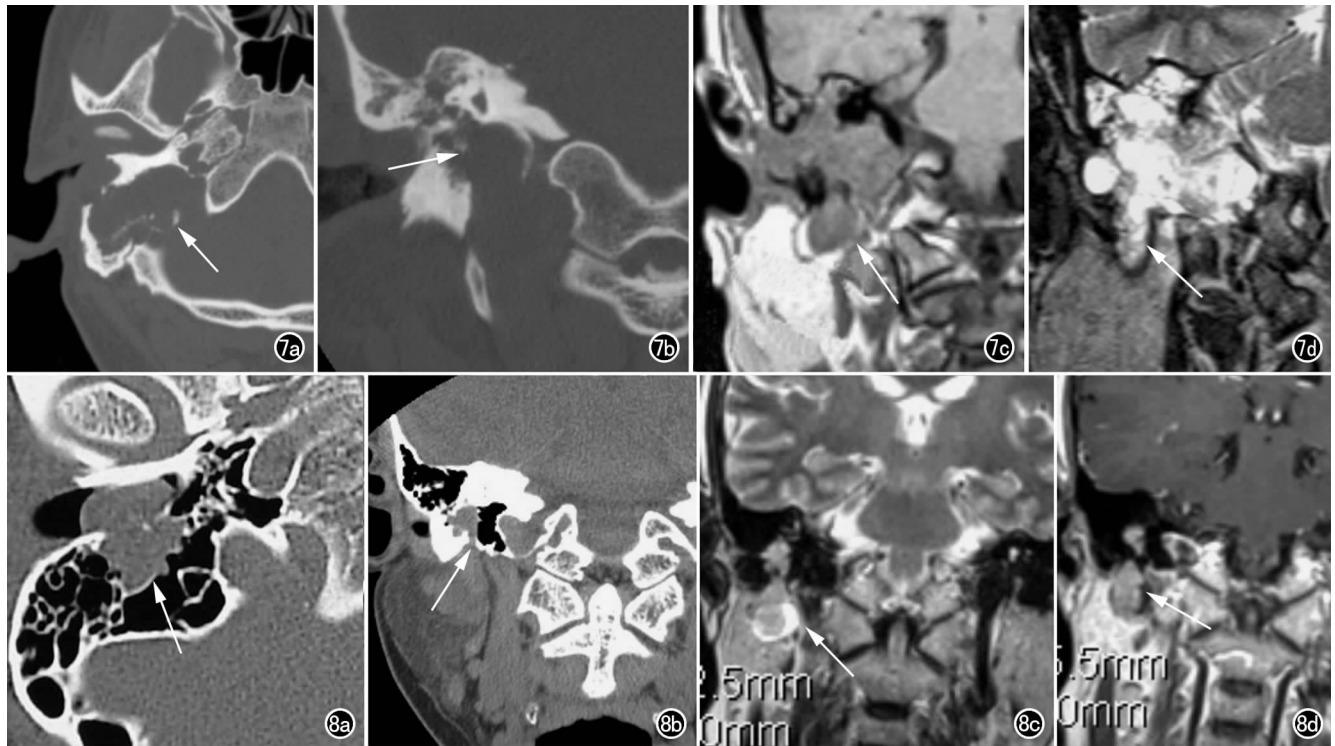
面神经乳突段神经纤维瘤。a) CT 横断面示右侧乳突区骨质破坏(箭); b) CT 冠状面重组显示面神经降段增宽。MR 冠状面显示右侧鼓室区等 T₁ (c) 长 T₂ (d) 信号影, 边界不清, 形态不规则, 累及面神经膝段、鼓室段、乳突段, 并出茎乳孔伸向腮腺内, 箭示病变累及茎乳孔。图 8 面神经乳突段神经鞘瘤。a) CT 横断面显示右侧面神经乳突段软组织肿块, 突入到外耳道(箭); b) CT 冠状面显示面神经降段增宽, 并可见一软组织肿块突向腮腺内(箭); c) MR 显示病变呈等 T₂ 信号影, 外周可见一环形高信号(“靶征”, 中心细胞较多呈等信号; 外周黏液较多呈高信号); d) MR 增强显示病灶明显强化(箭)。
